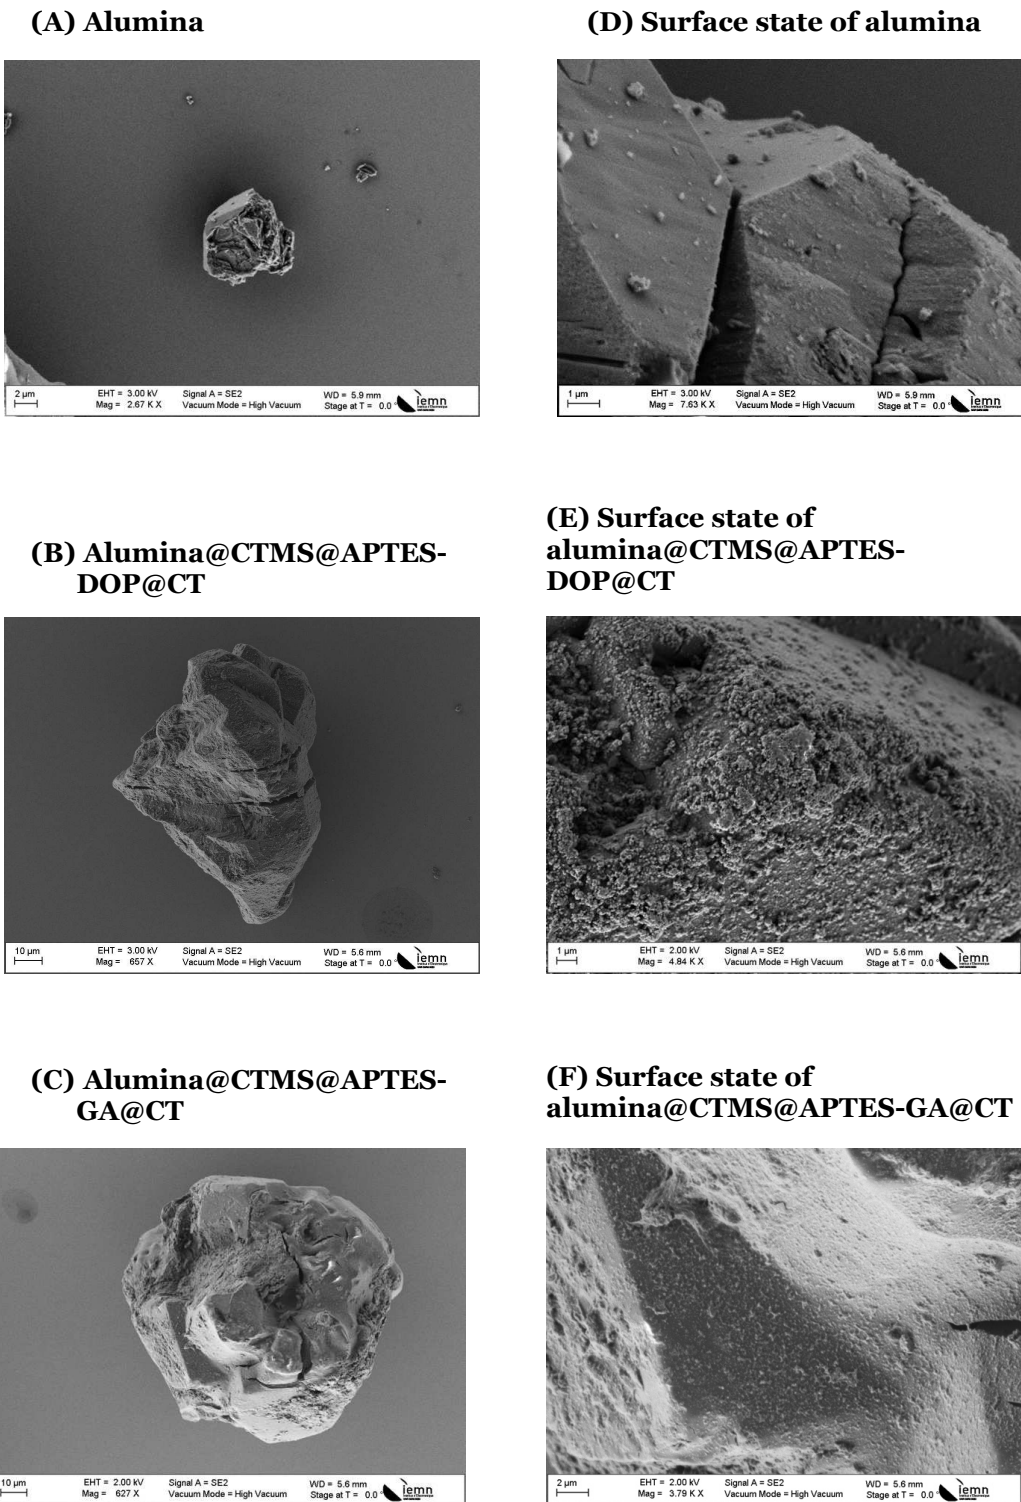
SEM images of particles: (A) alumina, (B) alumina@CTMS@APTES-DOP@CT, (C) alumina@CTMS@APTES-GA@CT, and zoomed views of their respective surfaces to observe surface morphology (D, E, and F).
